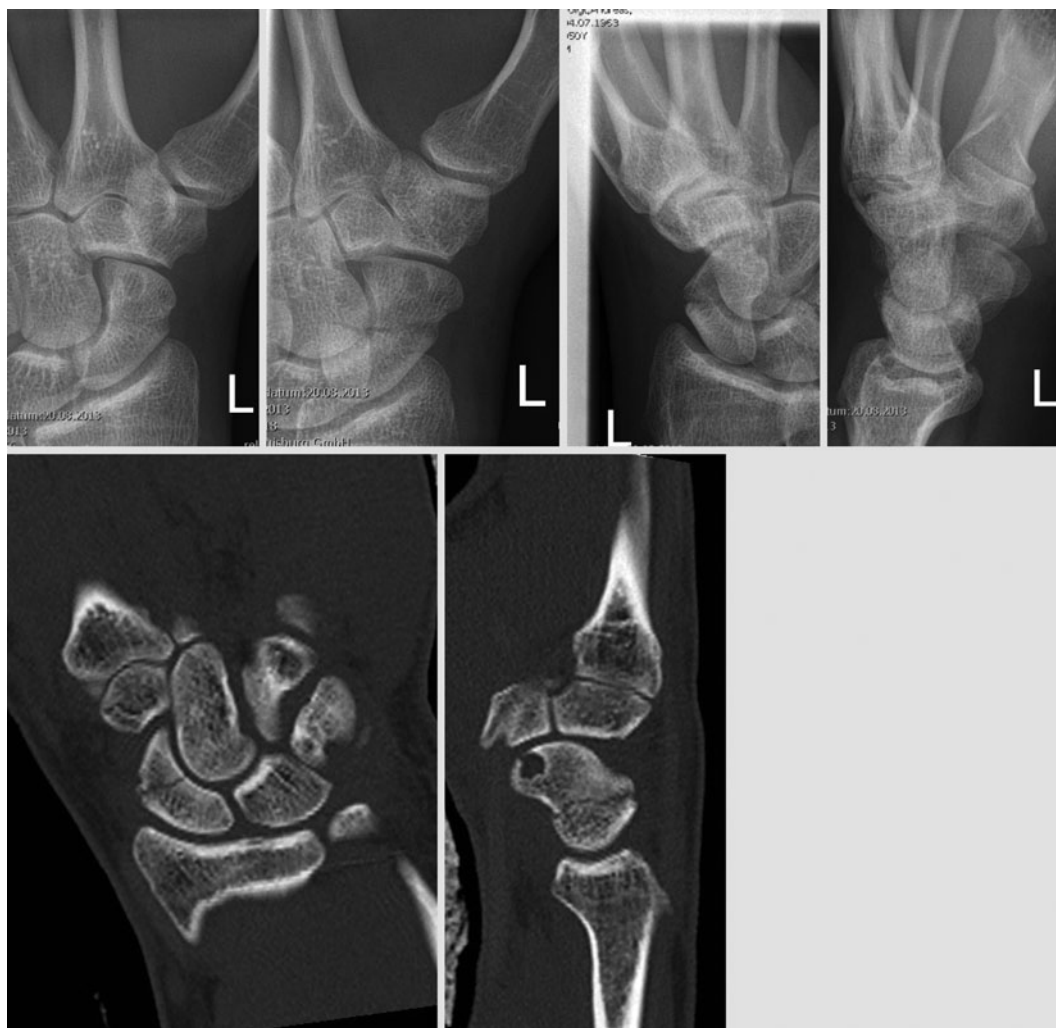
◀ Nicht dislozierte Kahnbeinfraktur (A2 nach Krimmer et al. [15]) bei begleitender Zystenbildung im Kahnbein, sog. Kahnbeinuartett (*oben*) und Dünnschichtcomputertomographie (*unten*) mit besserer Zuordnung der Zystenlage zum Frakturspalt
